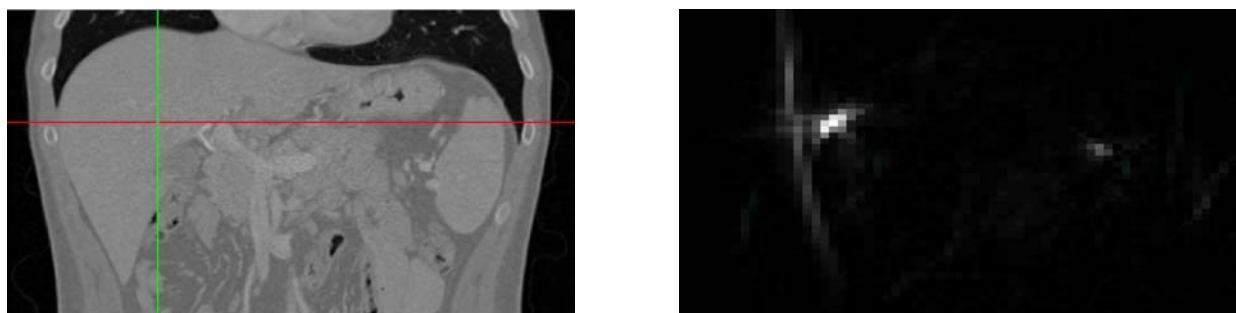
Das linke Bild zeigt einen koronalen Schnitt durch eines der CT Bilder mit sichtbarer Leber. Der von der GHT gefundene Punkt wird durch die beiden Linien markiert. Das rechte Bild zeigt den dazugehörigen Hough-Raum der gleichen Schnittebene. Die Zellen mit den höchsten Werten sind deutlich zu erkennen.
